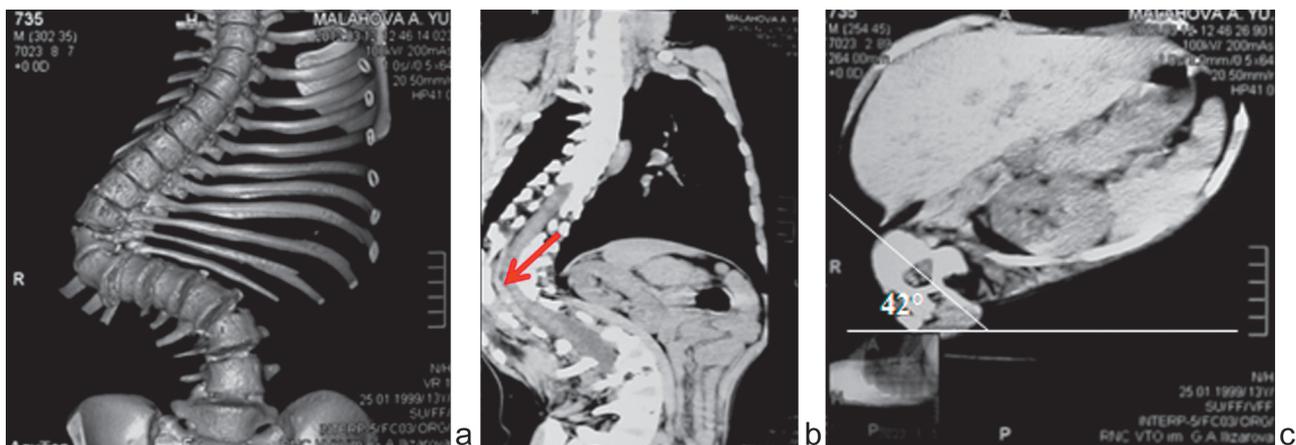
КТ позвоночника: а – картина деформации при MPR реконструкции; б – нейрофиброма 0,5×6,0 см в позвоночном канале на уровне вершины деформации; с – торсия вершинных позвонков – 42°
